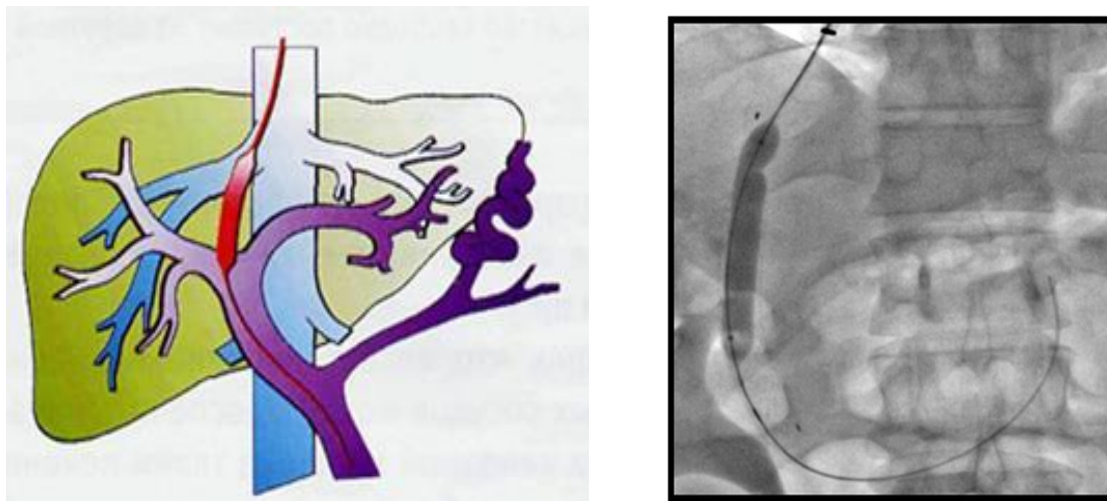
Второй этап TIPSS. Баллонная дилатация ткани печени и контрольная рентгенограмма.
